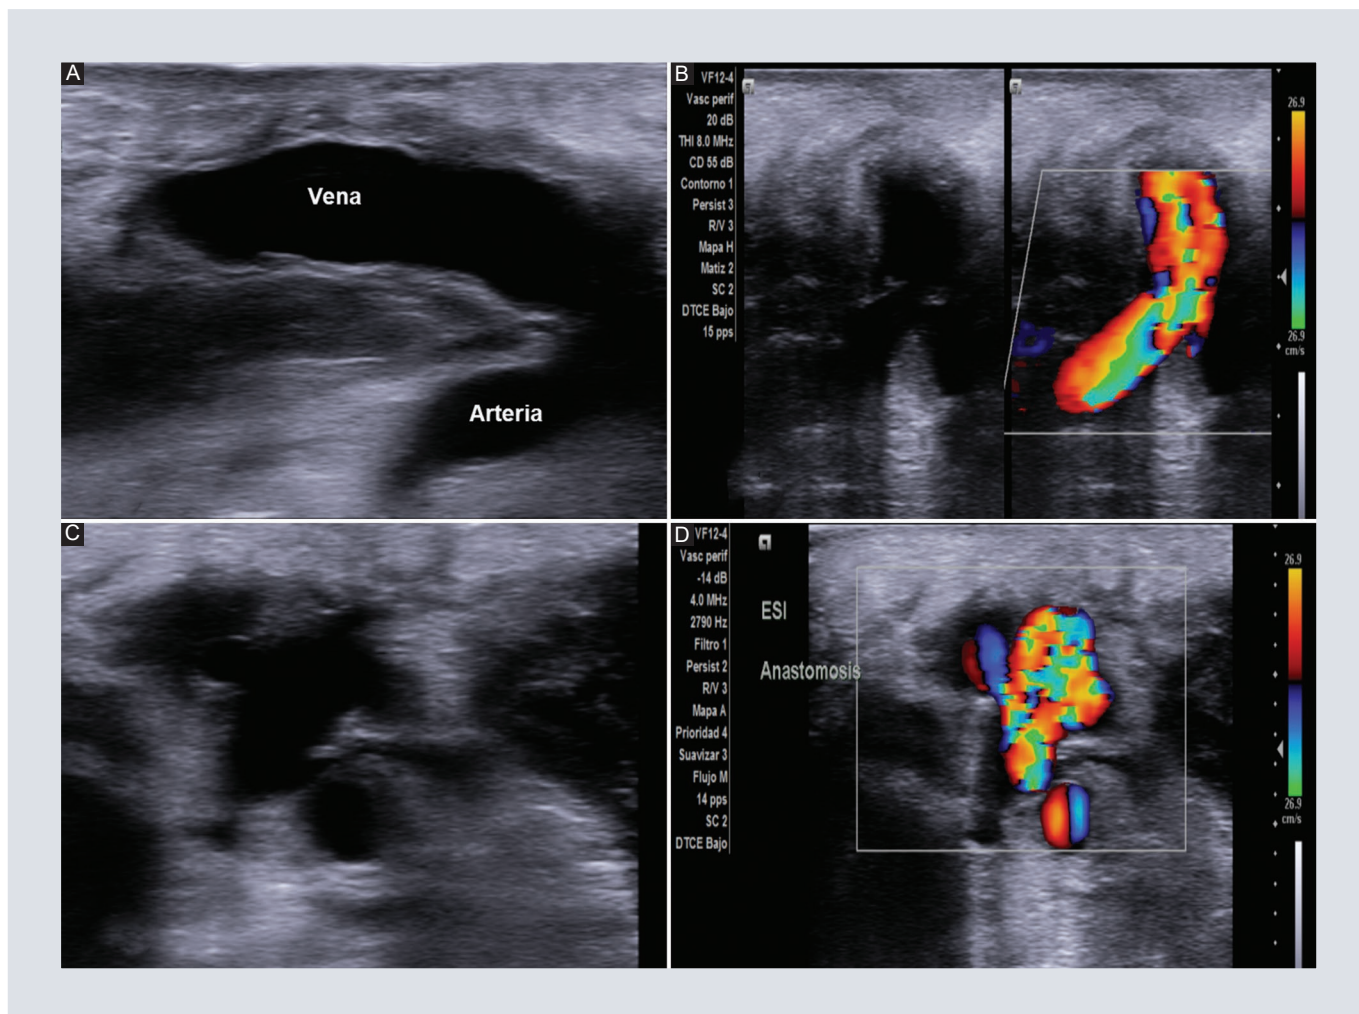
Paciente con dolor posterior a sesión de hemodiálisis. A: corte sagital de ultrasonido en escala de grises que muestra fístula con configuración término-terminal. B: con flujo permeable al modo Doppler color. C: ultrasonido corte transversal en escala de grises que muestra dos imágenes anecoicas de morfología sacular, una a cada lado de la pared de los vasos anastomosados. D: con la modalidad Doppler color evidencia el característico signo de Yin-Yang, descrito en los pseudoaneurismas. ESI: extremidad superior izquierda.
